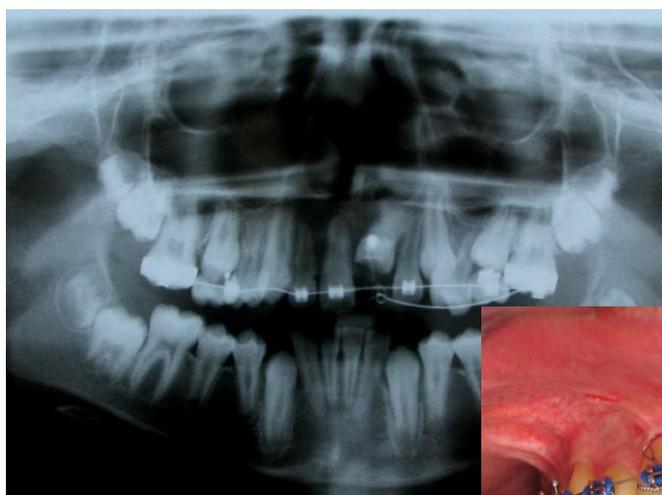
Б. Зуб 2.1 прорезался в зубном ряду. На этапе экстррузии появился симптом нарушения окклюзии – дизокклюзия, свидетельствующий об анкилозе зуба 2.1, который наступил в результате хирургической травмы
